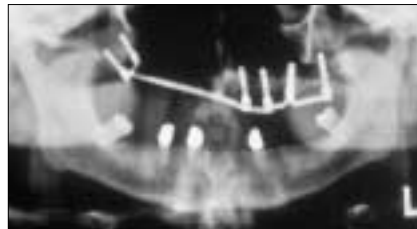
Orthopantomogramm nach Osseointegration der Implantate und Insertion des Titanstegs.
